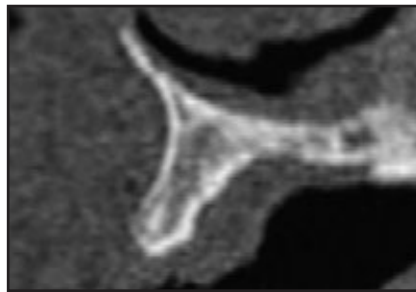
und 5b Patient der Gruppe A (#310): CT-Scans, die (links) vor und (rechts) 12 Wochen nach dem Eingriff angefertigt wurden.
